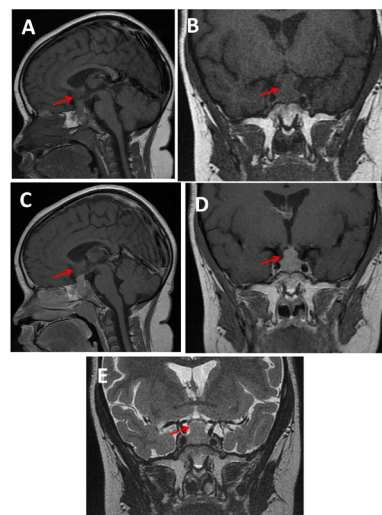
IRM cérébrale : Aspect typique d'un adénome hypophysaire. (A et B) : Acquisitions sagittale et coronale en pondération T1 sans injection de Gadolinium. Présence d'une masse intra et supra-sellaïre, en isosignal T1 au cortex cérébral, (C et D) : Acquisitions sagittale et coronale en pondération T1 avec injection de Gadolinium. Après injection de Gadolinium, la masse intra et supra-sellaïre montre un rehaussement modéré et homogène, (E) : Acquisition coronale en pondération T2. Masse intra et supra-sellaïre, en isosignal T2 au cortex cérébral réalisant le classique aspect en "bouchon de champagne". Le taux de prolactinémie était élevé à 20.8ng/l. Ainsi, le diagnostic de SVWG a été retenu devant l'association d'une PPP, une hypothyroïdie périphérique, une hyper-prolactinémie et un adénome hypophysaire. La patiente a été traitée par des hormones thyroïdiennes de synthèse à des doses progressives avec une évolution favorable : les métrorragies ont disparu, l'hypertrophie mammaire a régressé, un rattrapage statural et une amélioration du quotient intellectuel ont été acquis, et les taux des hormones thyroïdiennes se sont normalisés de même que l'échographie pelvienne.
